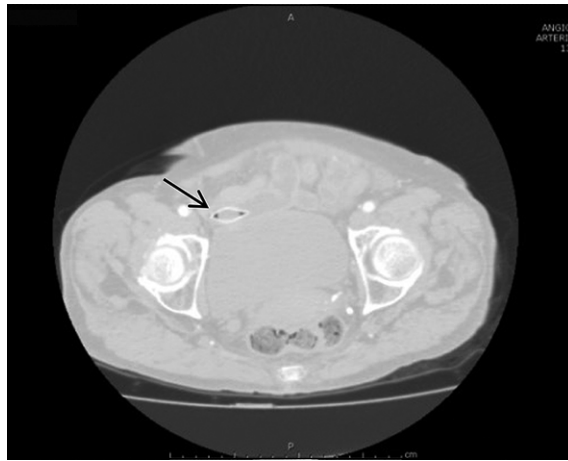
Tomografía computada en ventana pulmonar, destacando aire dentro del cuerpo extraño (flecha).
